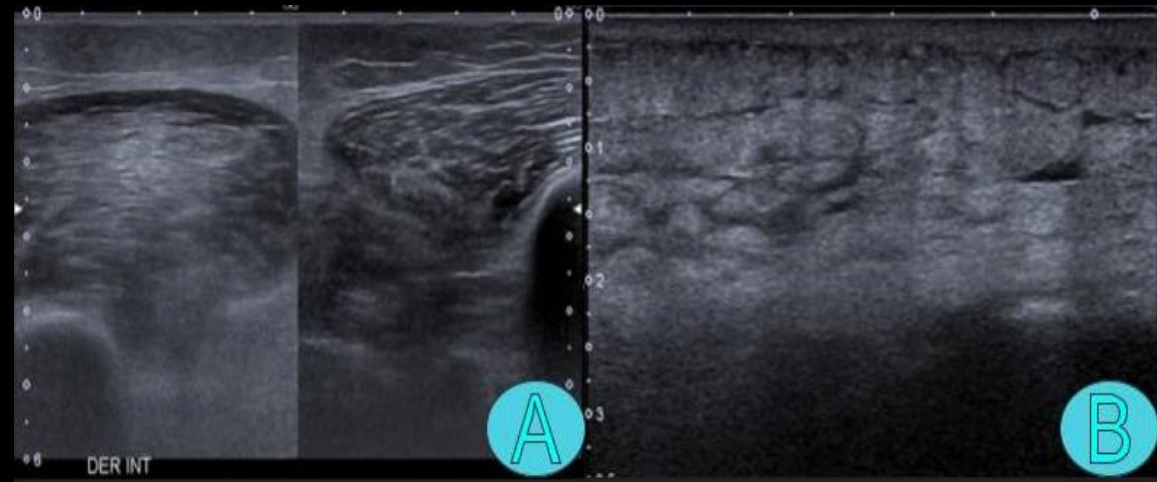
Ecografía de muslo derecho en forma comparativa con el contralateral. Imagen A: se visualiza aumentado de tamaño, de aspecto globuloso y heterogéneo, con edema subaponeurótico. Imagen B: demuestra alteración de la ecoestructura del tejido celular subcutáneo.
